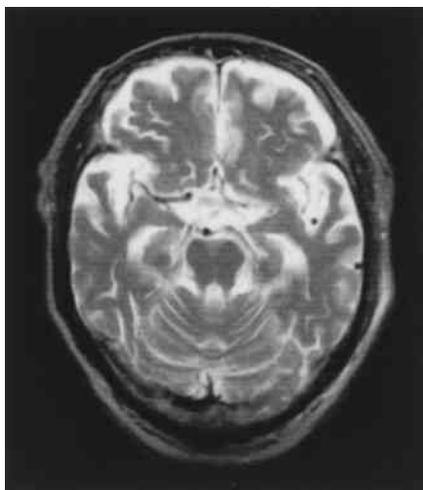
頭部MRI T2強調画像（1998年5月9日）
